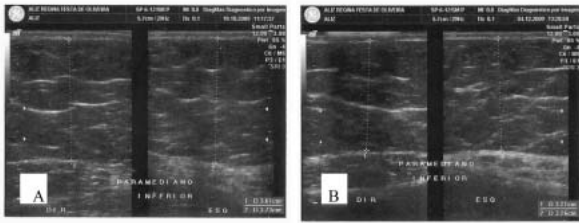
Figura 1ª e 1b. Imagem de ultrassonografia da região abdominal, corte paramediano inferior à cicatriz umbilical. Espessura do tecido adiposo em dois momentos do estudo.
